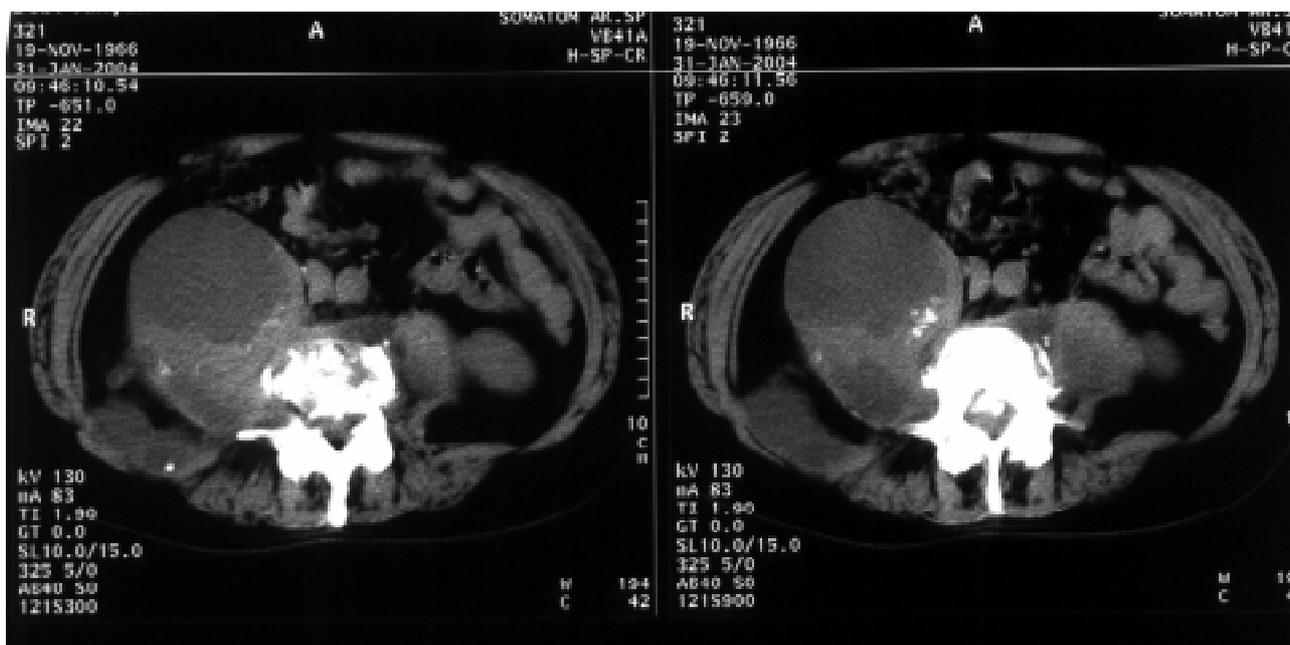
КТ пацієнта Д., історія хвороби № 3896. Візуалізація зони деструкції в тілі L₃ з наявністю значних розмірів, що займає майже 1/2 черевної порожнини багатокамерного напливного абсцесу і кісткових секвестрів як у самому абсцесі, так і в хребетному каналі
